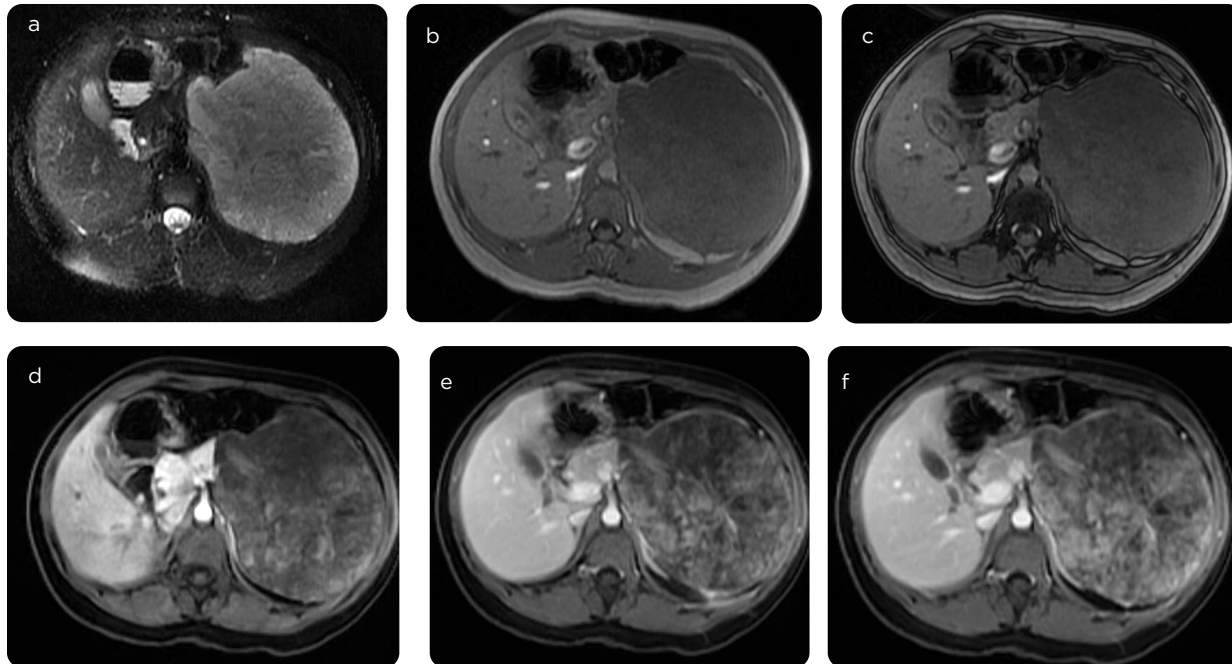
RM de abdomen con medio de contraste. a) T2 FS axial, b) T1 axial en fase, c) T1 axial en fase opuesta, d) T1 axial con contraste, fase arterial, e) T1 axial con contraste, fase portal, f) T1 axial con contraste, fase tardía. Masa heterogénea, de predominio sólido, dependiente de la cola y el cuerpo del páncreas, con baja señal en T1, áreas microquísticas en T2, sin caída de señal en fase opuesta que sugiera contenido graso, con realce heterogéneo progresivo con el medio de contraste.
